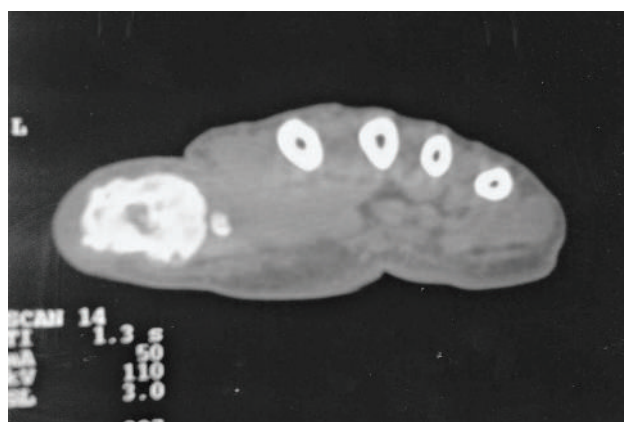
Right hand CT scan four months after completing radiotherapy
